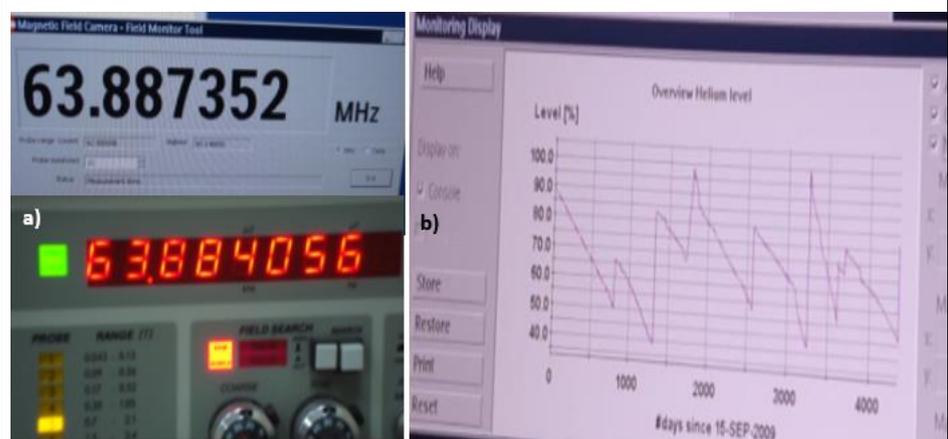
a) Frecuencia de resonancia b) Curva de carga de Helio.
